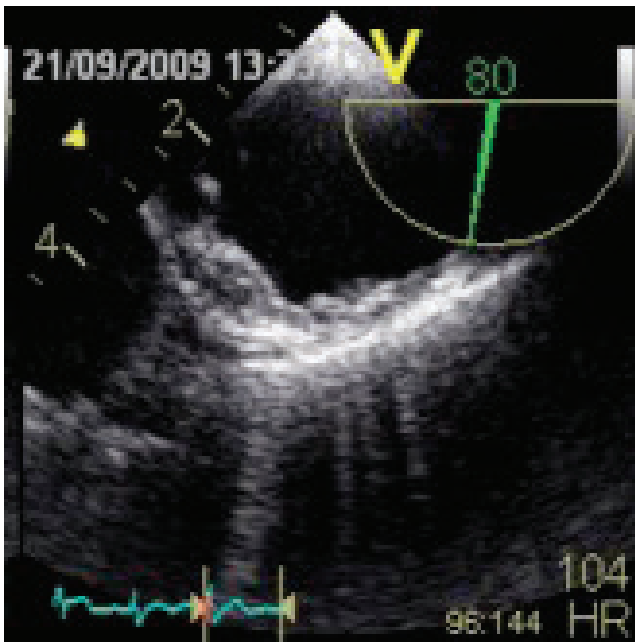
Ecocardiogramma transesofageo a livello dell'aorta discendente con evidenza di placca mobile in paziente con recente ictus.
